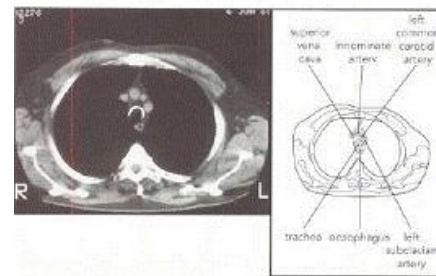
CT scan of the superior mediastinum above the aortic arch.
